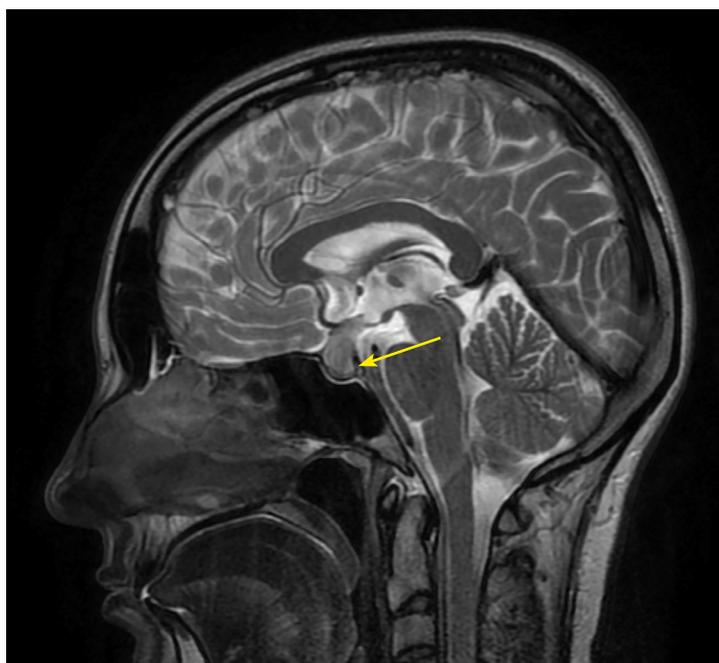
МРТ головы без контрастного усиления, T2-взвешенное изображение, сагиттальная проекция. Нейрогипофиз не дифференцируется (изменения указаны стрелкой).
